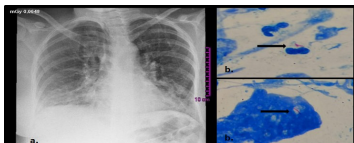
a: radiografía de tórax materna, se observan radiopacidades de ocupación alveolar basales bilaterales. b: baciloscopia de esputo materna (100x) con bacilos ácido alcohol resistente, flechas.
